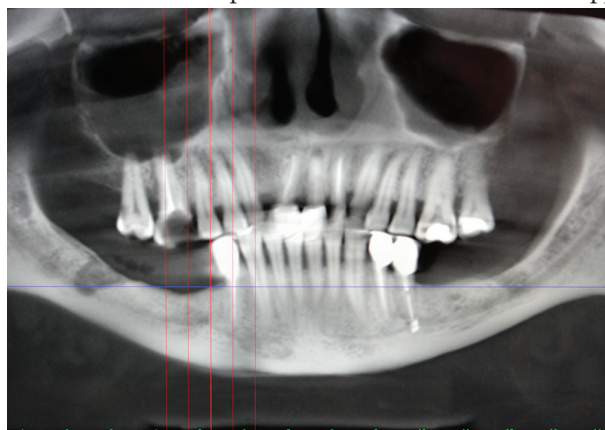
Tomografia computerizată cu fascicol conic
